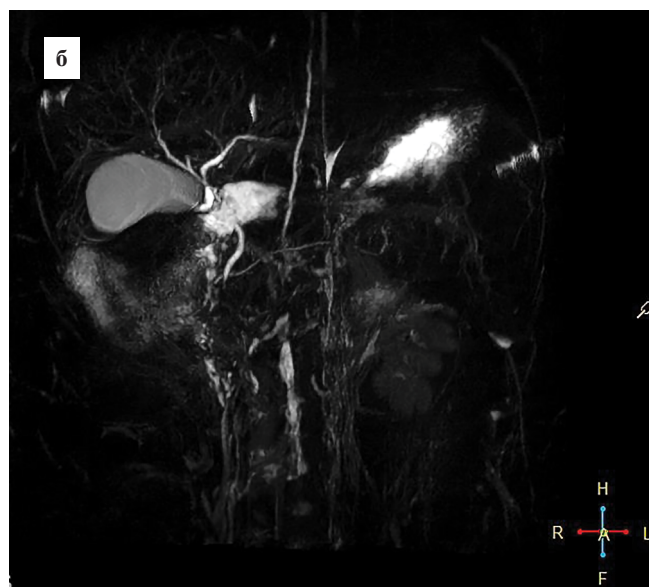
Магнитно-резонансная томография грудного лимфатического протока: а — MIP-реконструкция по протоколу 3D MRCP NAV; б — MIP-реконструкция по протоколу 3D MRCP RT
